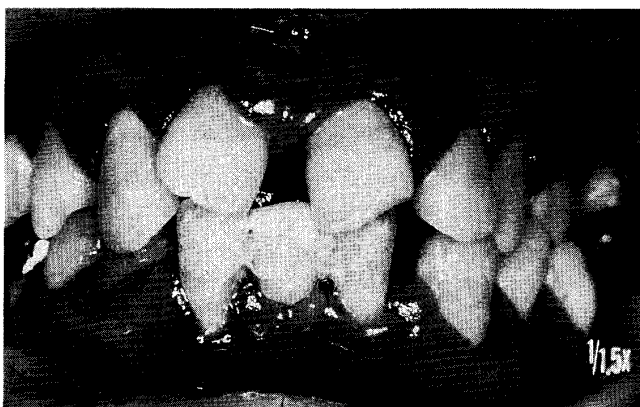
Clinical status and dental radiographs at the period of a fall in the number of circulating neutrophil leukocytes. (11-year-old male patient with cyclic neutropenia)
